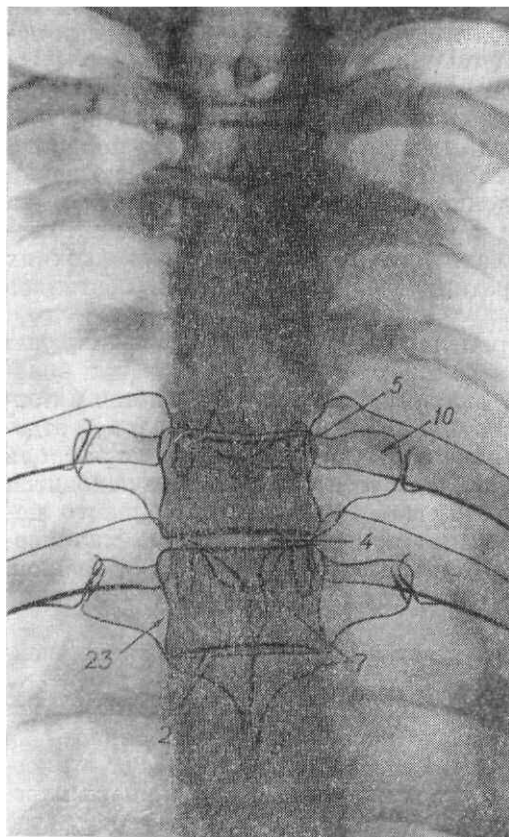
Рентгенограмма грудных позвонков в прямой задней проекции.
